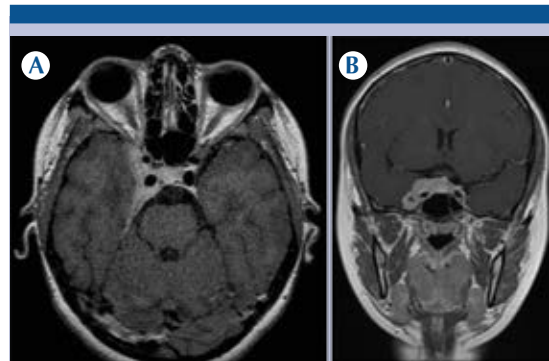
Resonancia magnética con gadolinio. A-B) En secuencia axial T1 y coronal T1 después de la administración de gadolinio: intenso reforzamiento y ensanchamiento del seno cavernoso derecho sin compromiso de la arteria carótida interna; además muestra extensión dural inmediatamente caudal al ápex orbitario ipsilateral sin extensión a la órbita.
